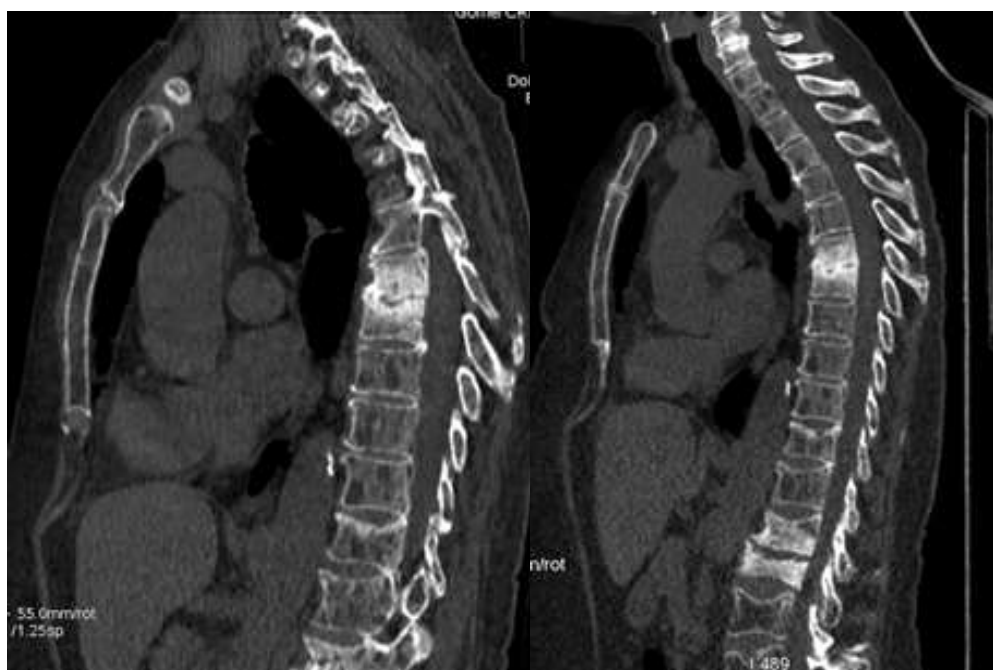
Классическая (слева) и низкодозовая (справа) рентгеновская компьютерная томография грудного отдела позвоночника пациента с множественной миеломой
